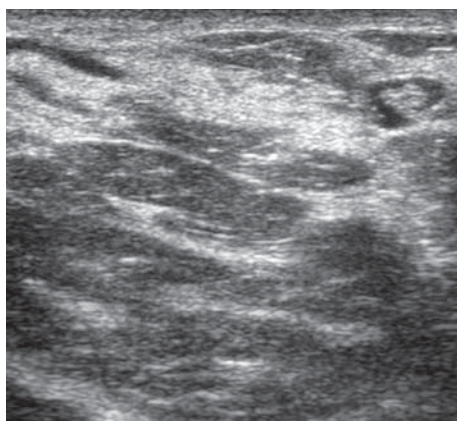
УЗИ: участки железистой ткани с протоками
